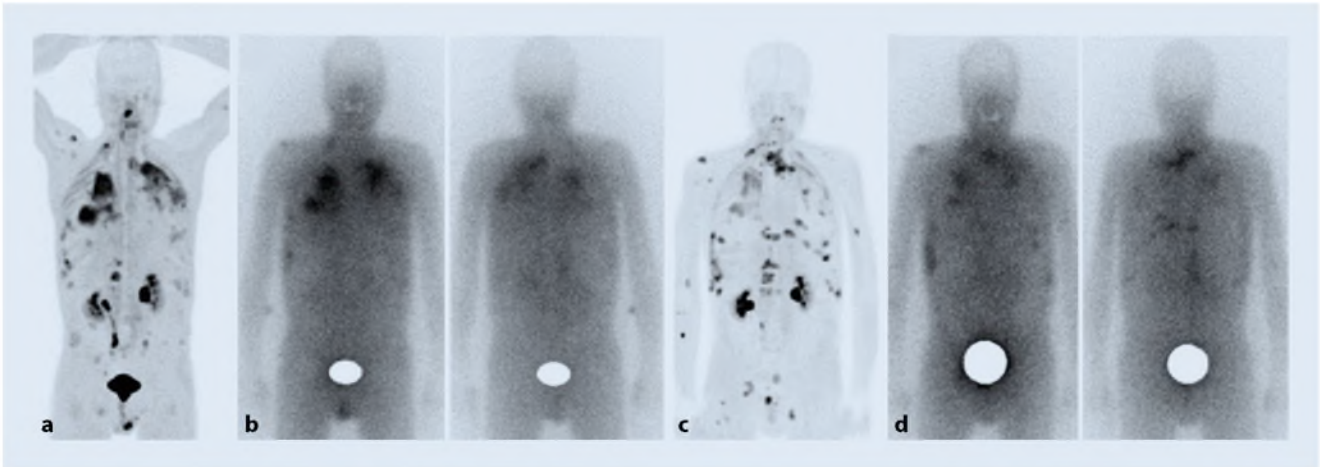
▲ Ein Patient mit nichtkleinzelligem Bronchialkarzinom im Z. n. Carboplatin/Pemetrexed/Pembrolizumab und Zweitlinientherapie mit Docetaxel/Pembrolizumab. a FAP-positive Metastasen in der FAPI-PET (MIP). b In der Drittlinientherapie wurden als individueller Heilversuch 7,4 GBq ^{90}Y -FAPI (Bremsstrahlungsaufnahmen von vorn [links] und von hinten [rechts]) mit Pembrolizumab kombiniert. c Im Restaging zeigte sich im FAPI-PET zwar ein Progress mit neuen Herden, allerdings auch ein Ansprechen in vormals stark FAP-positiven Läsionen. Aufgrund eines klinisch deutlich gebesserten Allgemeinzustands wurde die Kombination aus Pembrolizumab und ^{90}Y -FAPI-RLT (d) palliativ fortgeführt
